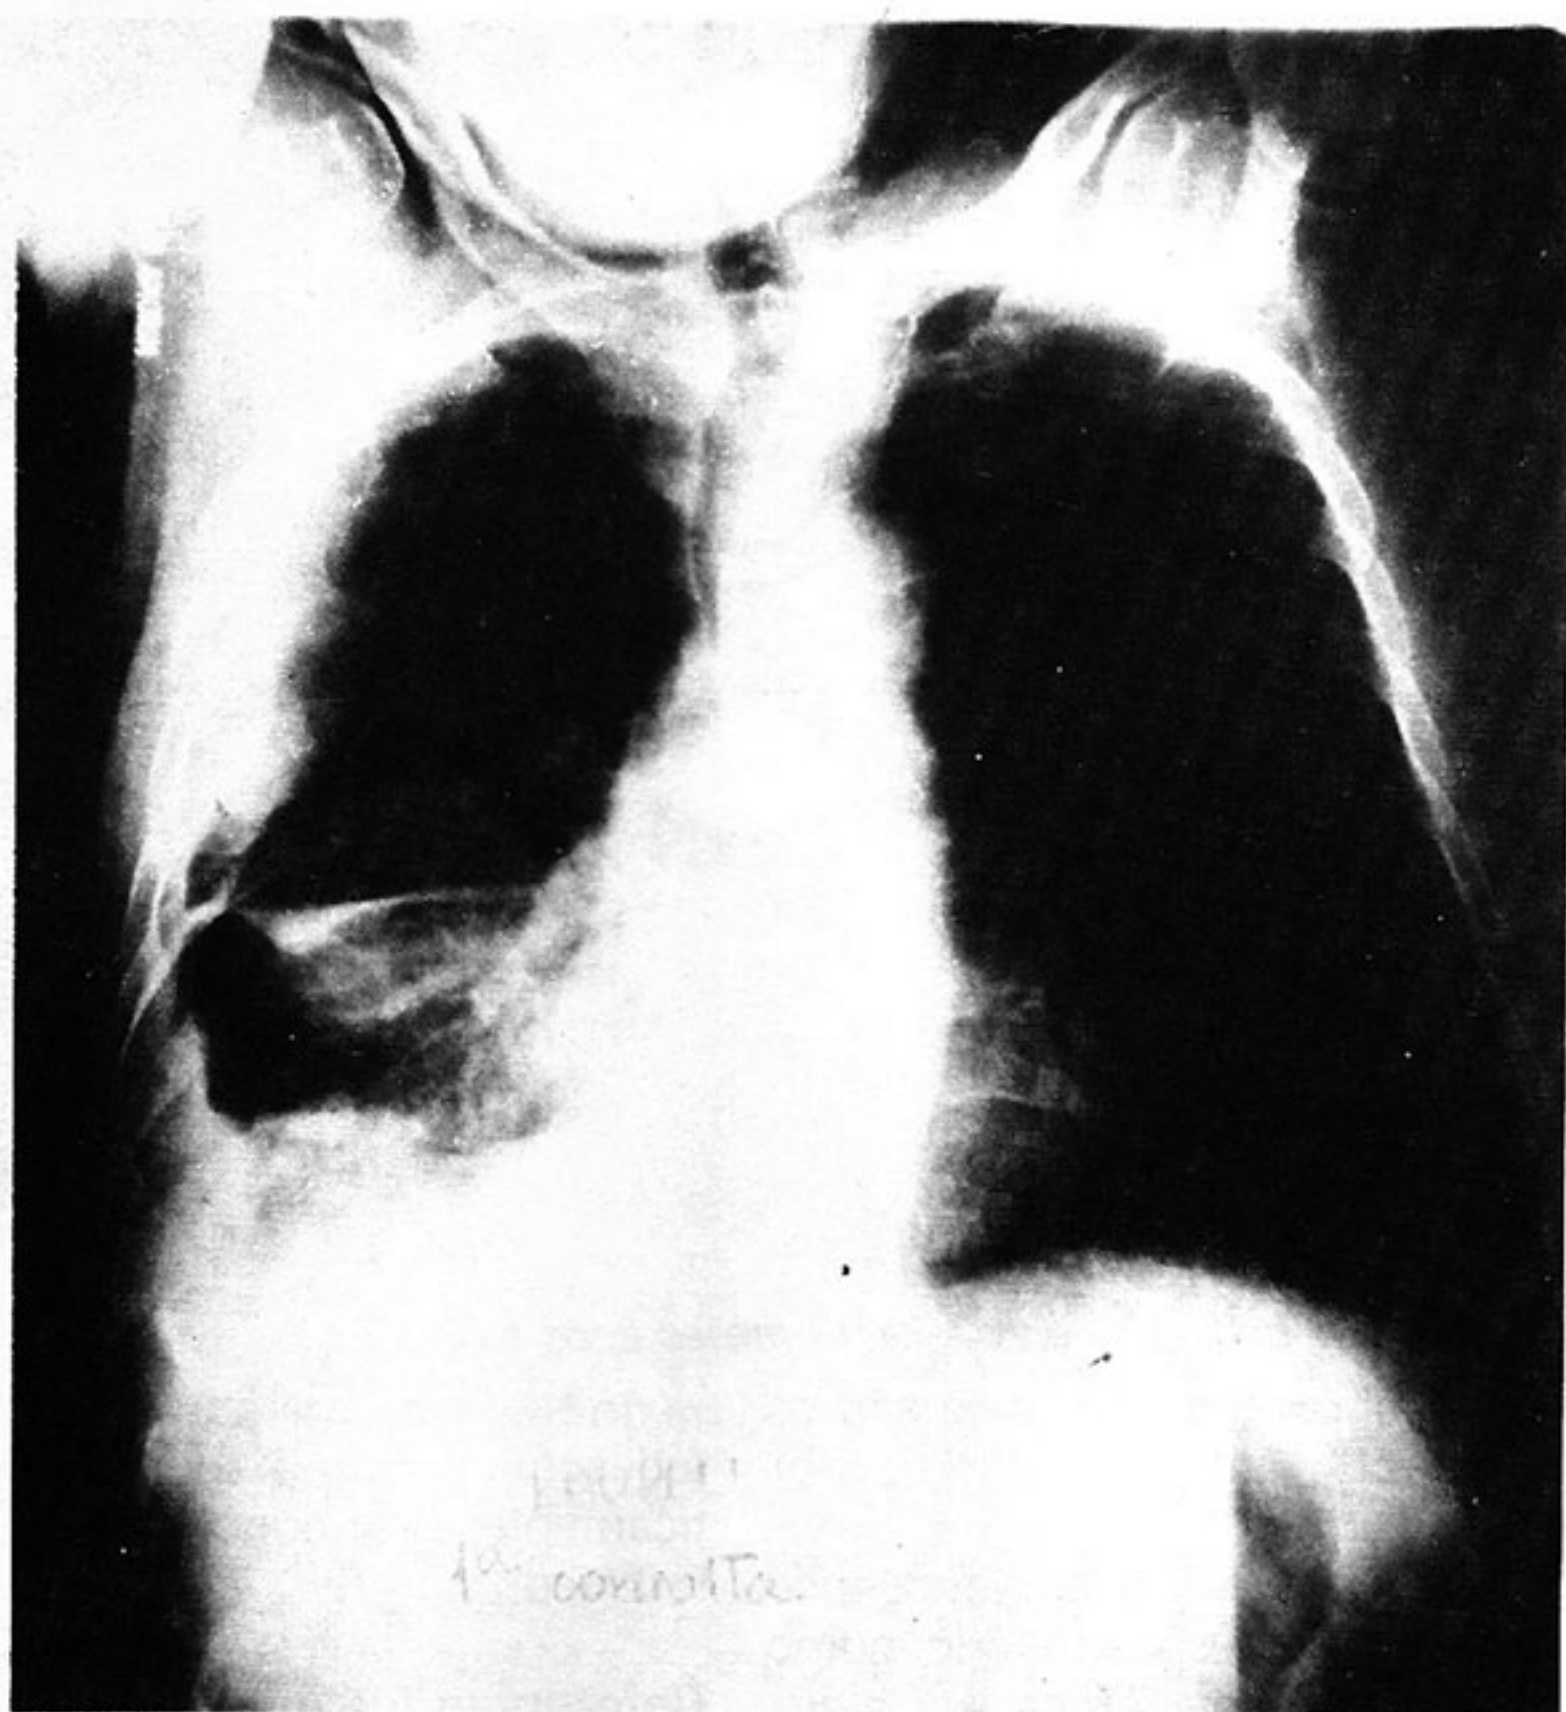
Radiografia do tórax feita por ocasião da primeira consulta (Laurell).
